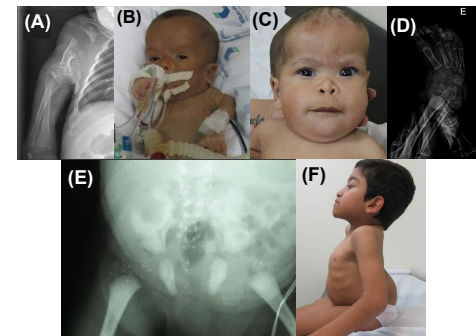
(A) Radiografia do P. 2, demonstrando encurtamento do úmero e calcificações puntiformes e no (B) a foto de P.2. (C) Foto de P. 4 e em (D) radiografia do pé mostrando as calcificações puntiformes. (E) Calcificações puntiformes observadas em radiografia do P. 7 e em (F) a foto do paciente.
